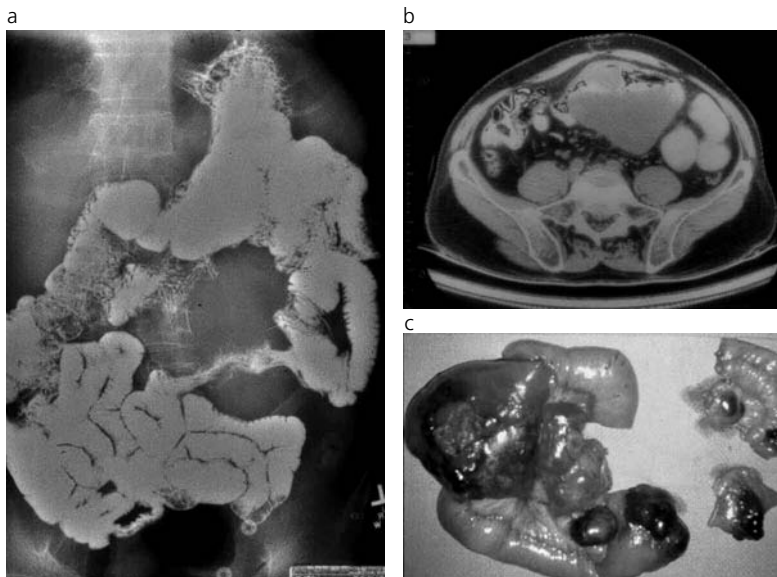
Metástasis de melanoma. a) El estudio baritado intestinal muestra un gran efecto de masa y alteración del patrón mucoso del asa intestinal afectada, siendo la zona de transición abrupta. b) Estudio de TC con contraste intraluminal: gran masa hipodensa que rodea y estrecha la luz del asa intestinal. c) La correlación anatomopatológica macroscópica muestra varios implantes tumorales con pigmento melánico en ambos bordes, mesentérico y antimesentérico, aunque predominan los localizados en este último.
